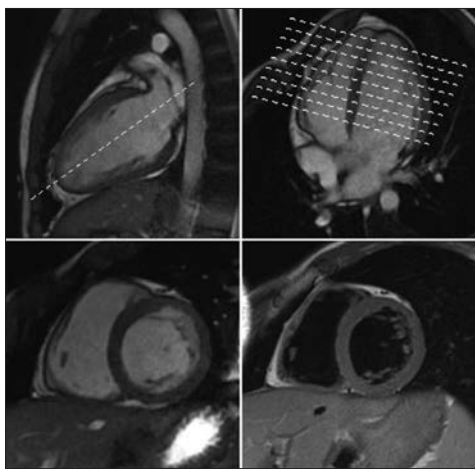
Ортогональні проекції сканування серця і відповідні їм МРТ-зрізи
